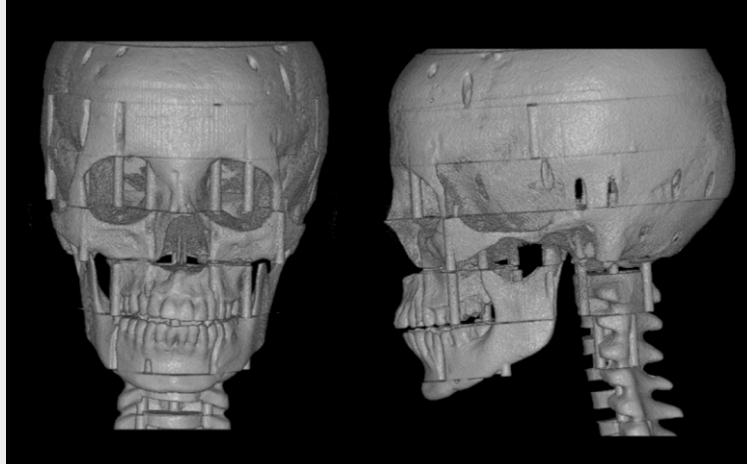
Cone-beam CT image (C-mode) of 10-year-old child head and neck phantom
